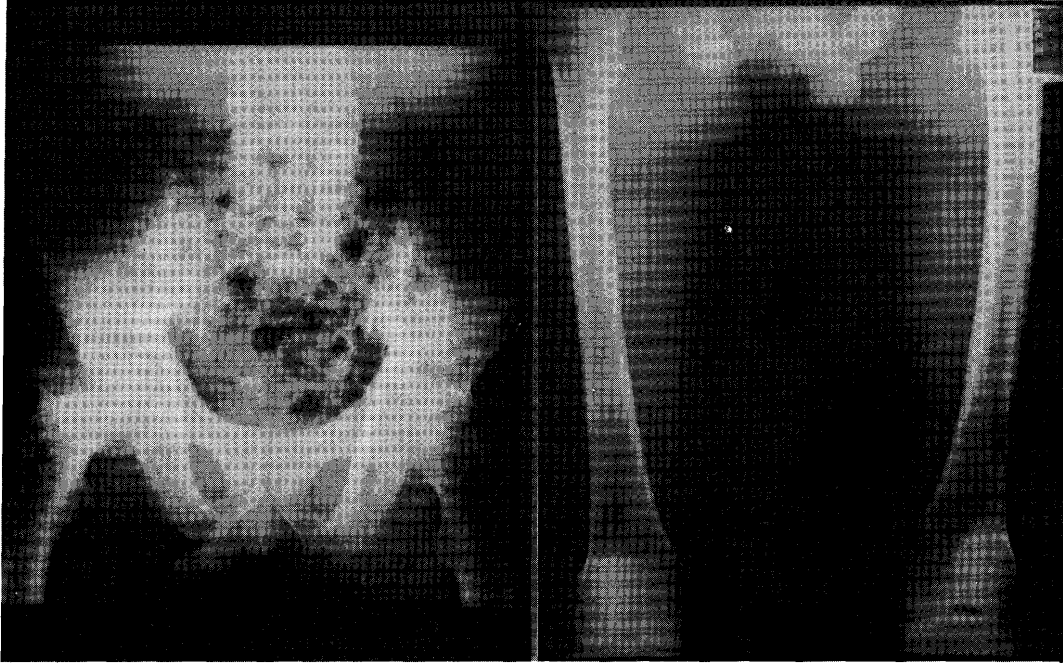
Radiographs of pelvic bone and bilateral femurs. These show the coarse trabecular pattern, cortical destruction and deformities of pelvic bone and cortical thickening of left femur.
